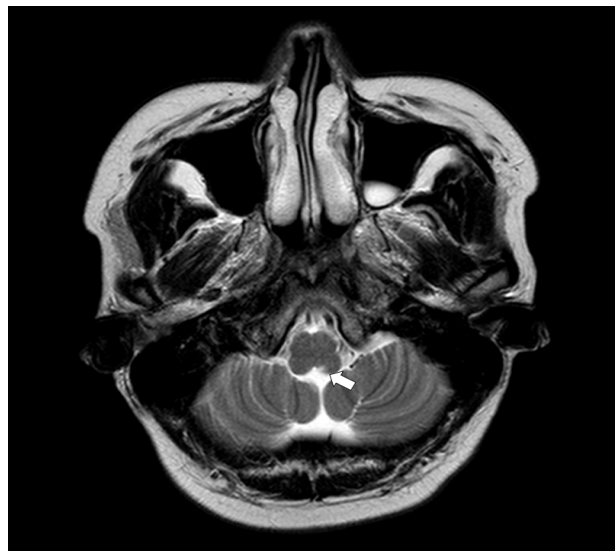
Brain MRI. T2 weighted axial image demonstrates a single focal T2 high signal intensity in the left dorsomedial area of medulla oblongata (arrow).
